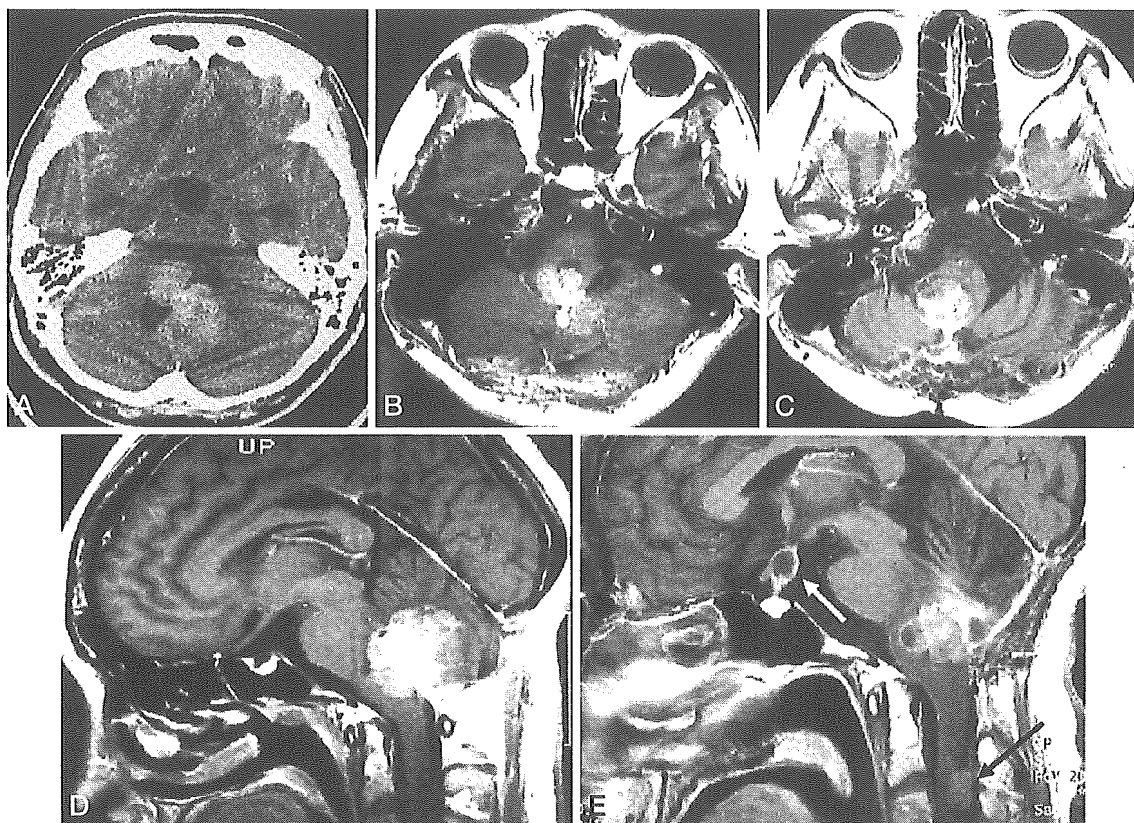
Case 3, a 29-year-old female with choroid plexus papilloma. Computed tomography with contrast medium demonstrated the tumor in the fourth ventricle at presentation (A). Magnetic resonance (MR) imaging with gadolinium (B: axial, D: sagittal) at the first surgery showed the tumor was resected partially. However, MR imaging (C: axial, E: sagittal) at the second and third surgery with radiation and chemotherapy showed the tumor had enlarged and invaded the brainstem with dissemination in the cervical cord and third ventricle floor (arrows, E). She died of respiratory disturbance 56 months after the first surgery.
